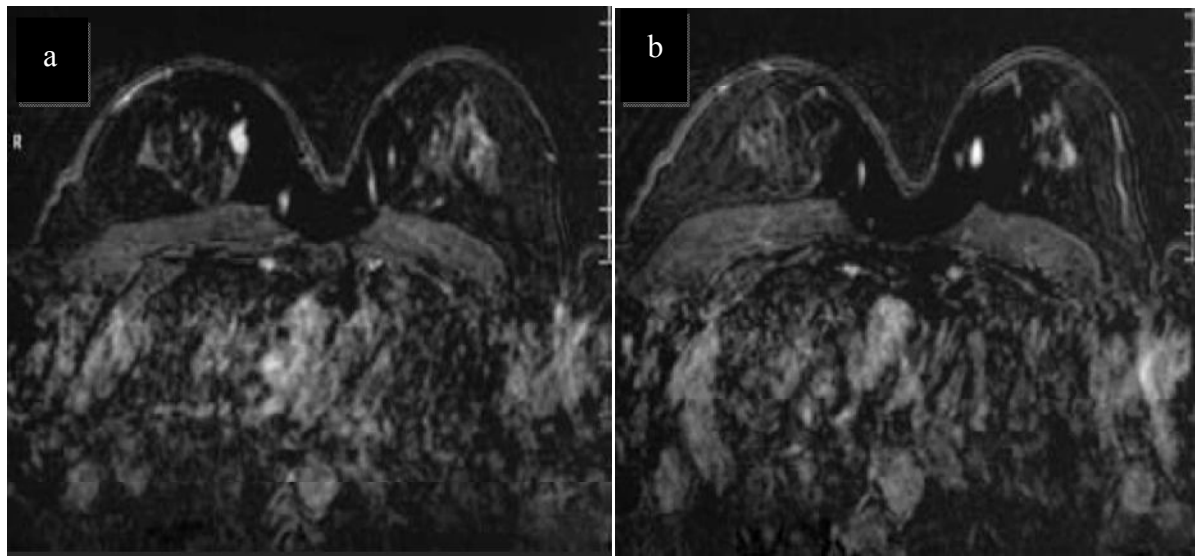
Sémiologie IRM d'un CLI.[148]
